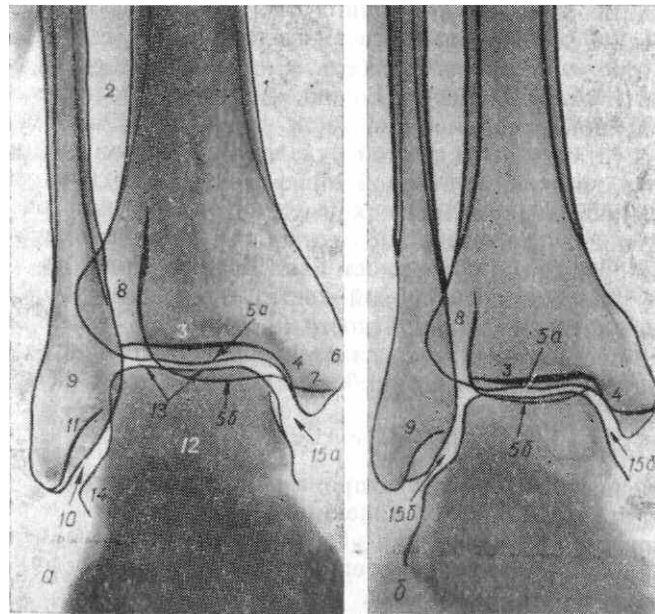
Рентгенограмма голеностопного сустава: а — в прямой задней проекции, б — в прямой задней проекции с ротацией стопы кнутри; 1 — медиальная поверхность большеберцовой кости; 2 — латеральная поверхность большеберцовой кости; 3 — нижняя суставная поверхность большеберцовой кости; 4 — суставная поверхность лодыжки большеберцовой кости; 5а — передний; 5б — задний край суставной поверхности большеберцовой кости; 6 — медиальная лодыжка; 7 — задняя выемка медиальной лодыжки; 8 — проекция большеберцово-малоберцового синдесмоза; 9 — латеральная лодыжка; 10 — суставная поверхность лодыжки малоберцовой кости; 11 — дно ямки латеральной лодыжки; 12 — таранная кость; 13 — блок таранной кости; 14 — латеральный отросток таранной кости; 15а — рентгеновская суставная щель в виде буквы «Г»; 15б — рентгеновская суставная щель в виде буквы «П».
